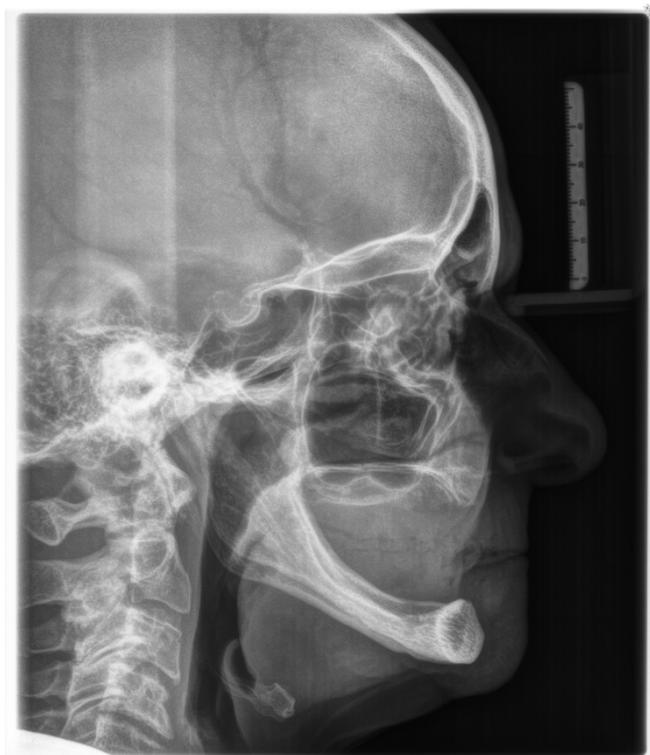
Telerradiografia de perfil.
